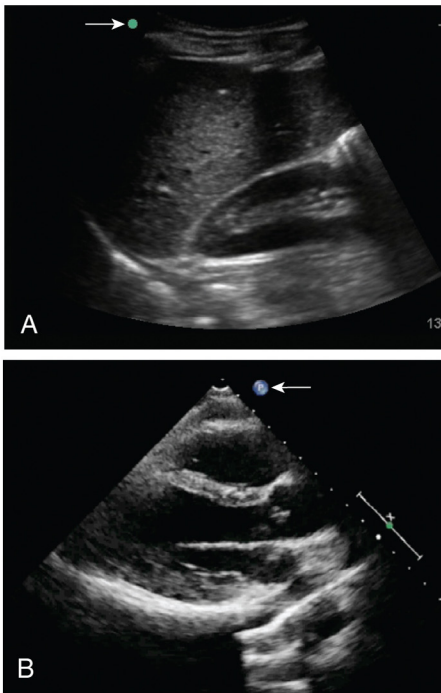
Marcador del transductor. Todos los transductores de ultrasonido tienen un marcador («muesca») que se corresponde con el marcador de orientación de la pantalla. Los transductores deben sostenerse suavemente, como un lápiz, entre el pulgar y el índice.
